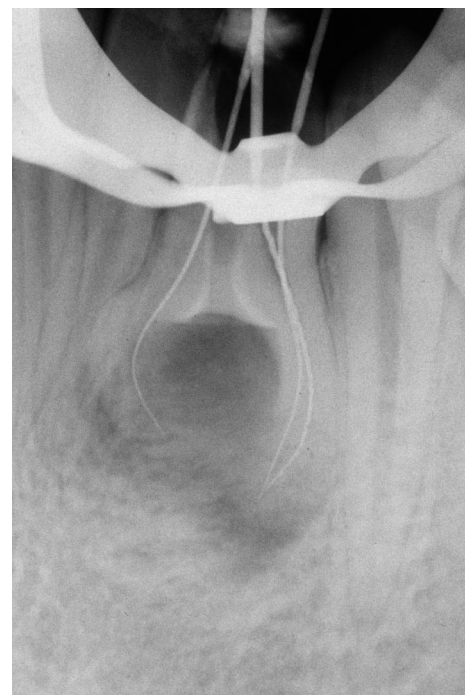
Radiografia intraoperatoria con le lunghezze di lavoro.
